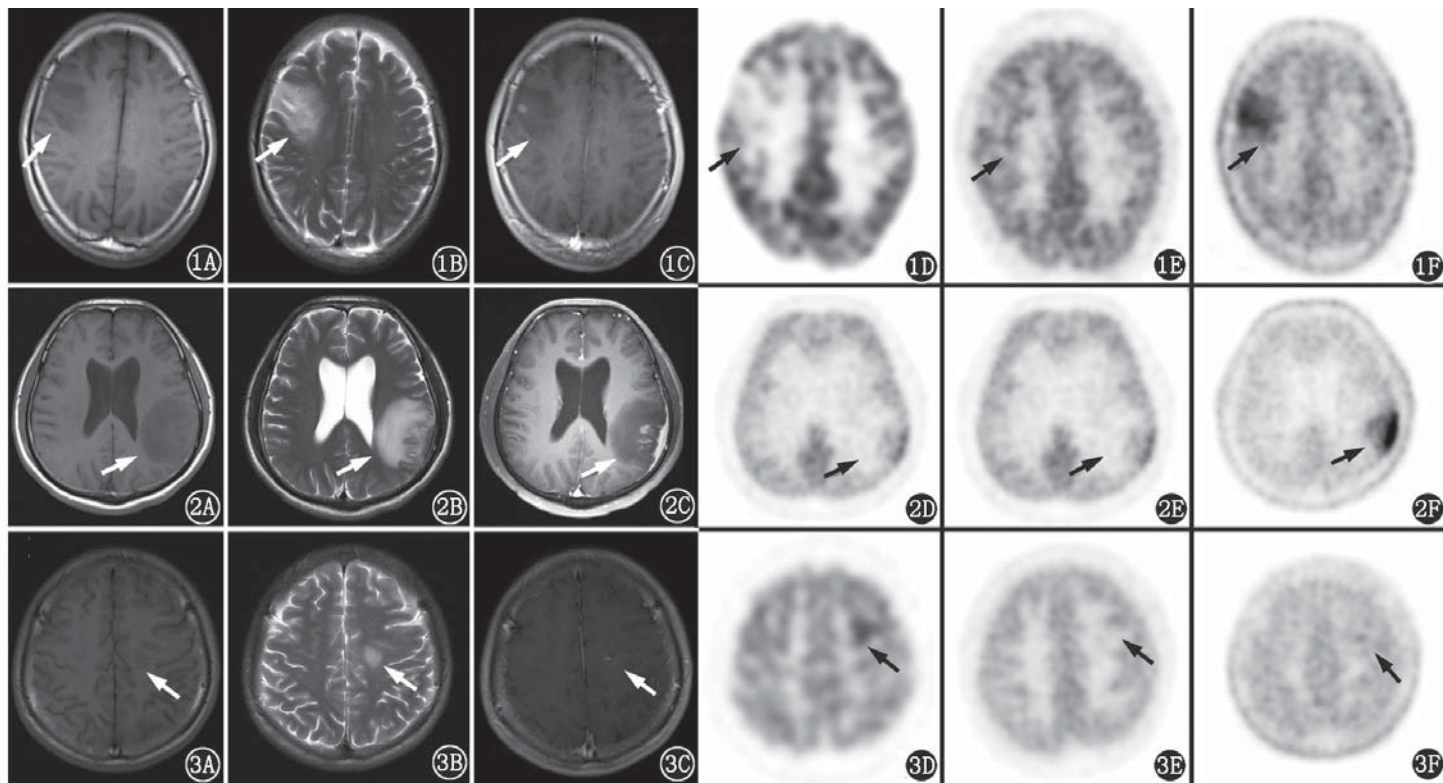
II 级胶质瘤患者(男,34 岁)影像学检查图(箭头示病灶)。1A~1C. MRI 示右侧额叶病变,大小约 3.5 cm×2.4 cm(前后径×左右径); T<sub>1</sub> 加权成像(WI;1A)呈稍低信号,T<sub>2</sub>WI 呈稍高信号(1B),增强扫描示不均匀强化(1C);1D. <sup>18</sup>F-脱氧葡萄糖(FDG)PET 显像示代谢明显减低;1E. <sup>13</sup>N-NH<sub>3</sub> PET 显像呈等代谢;1F. <sup>11</sup>C-蛋氨酸(MET)PET 显像示代谢升高
